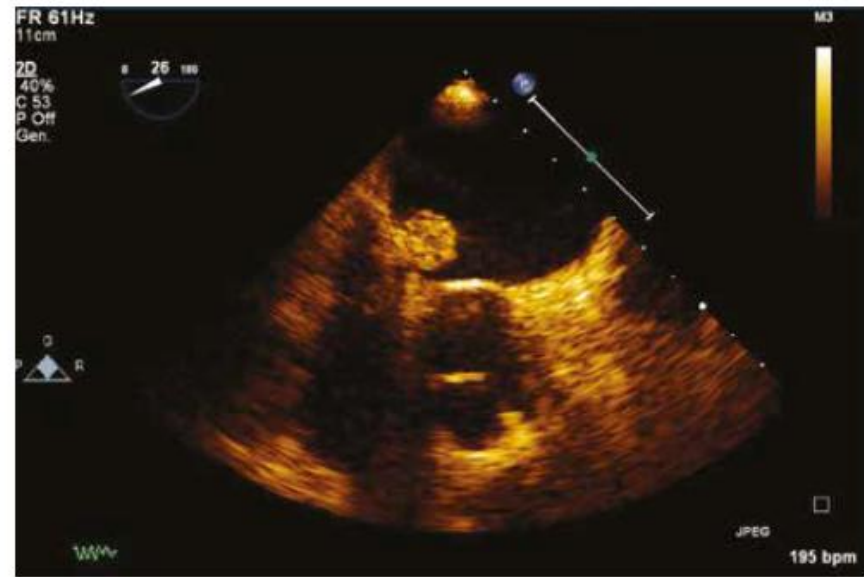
Mixoma atriale sinistro (ecocardiogramma transtoracico).
